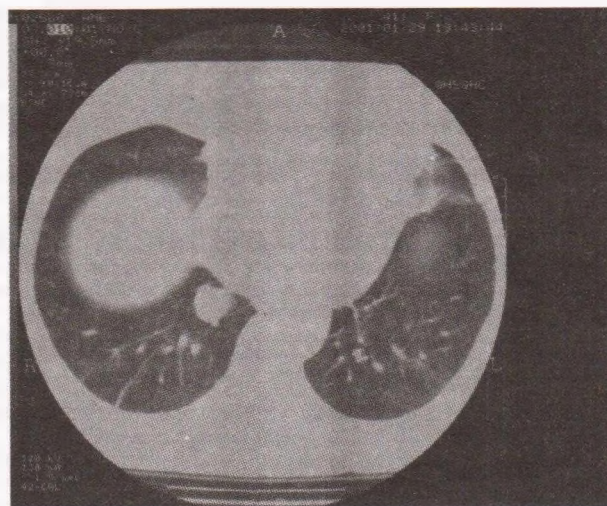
КТ органов грудной клетки.
